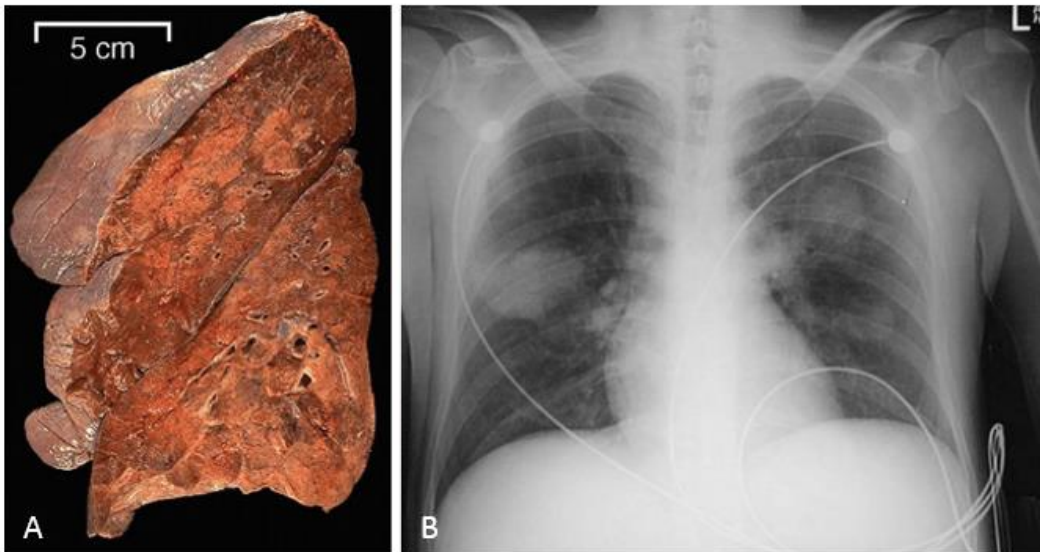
Aspecto macroscópico y radiológico de dos casos distintos de bronconeumonía. A) Corte frontal de pulmón izquierdo en donde se aprecia el parénquima pulmonar con zonas irregulares de color rojizo relativamente bien delimitadas en ambos lóbulos, con predominio en lóbulo superior. B) Radiografía posteroanterior de torác en donde se aprecian áreas de consolidación pulmonar bilateral.
